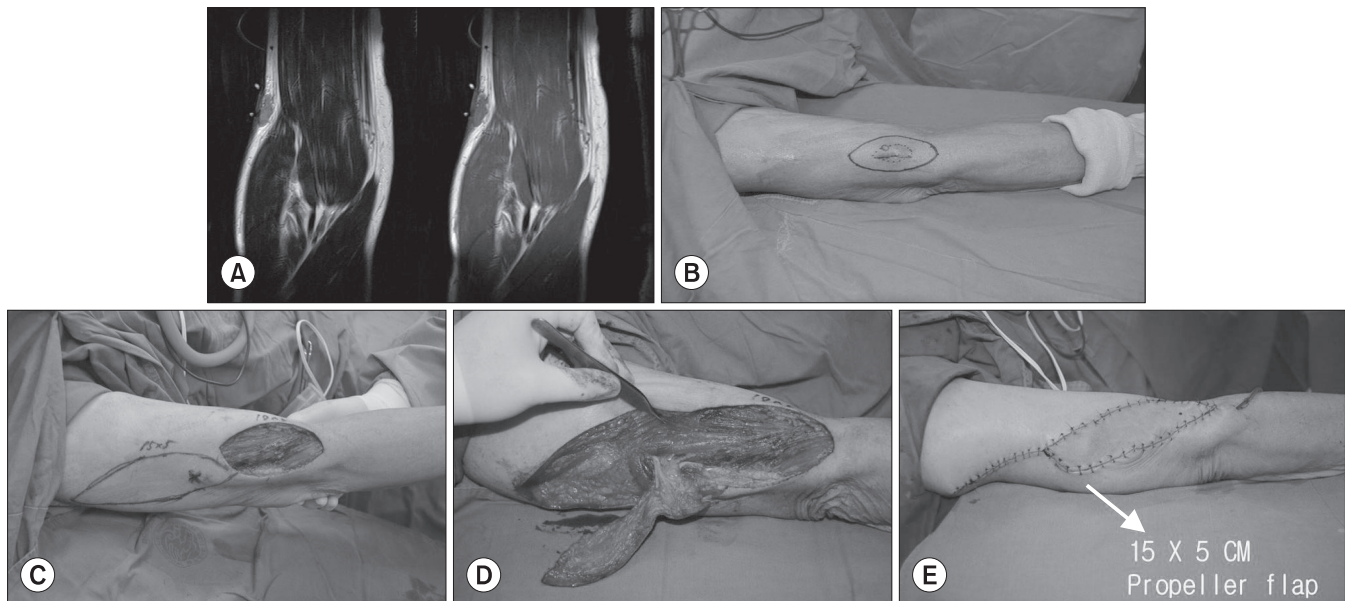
A 76-year-old male who underwent unplanned excision underwent wide re-excision and a residual tumor was confirmed via frozen biopsy. If a residual tumor was not found or the tumor was enough for a wide margin, the excision was closed. (A) Coronal view of the magnetic resonance imaging image taken after an unplanned surgical treatment. (B) Longest diameter of postoperative scar (1.5×2.0 cm). It required a wider excision than the initial scar. (C) Wide excision including the previous scar. (D, E) Propeller flap for wound closure.
